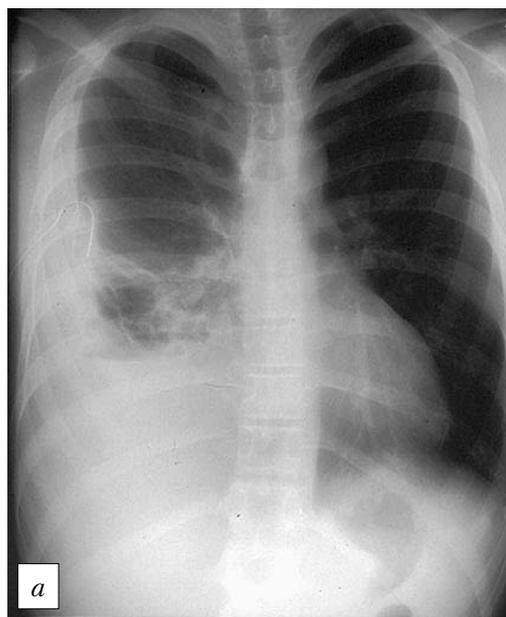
а – рентгенограмма грудной клетки: правосторонняя эмпиема плевры. б – компьютерная томограмма грудной клетки (тот же больной): правосторонняя эмпиема плевры с наличием воздуха, консолидация нижней доли правого легкого с множественными абсцессами.
